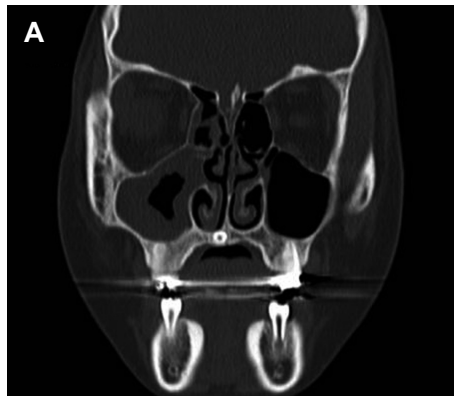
Coronal (A) and axial (B) CT scans of case 7. A cone-shaped high density lesion is seen in left nasal cavity, which erupts through nasal septal mucosa (C).
